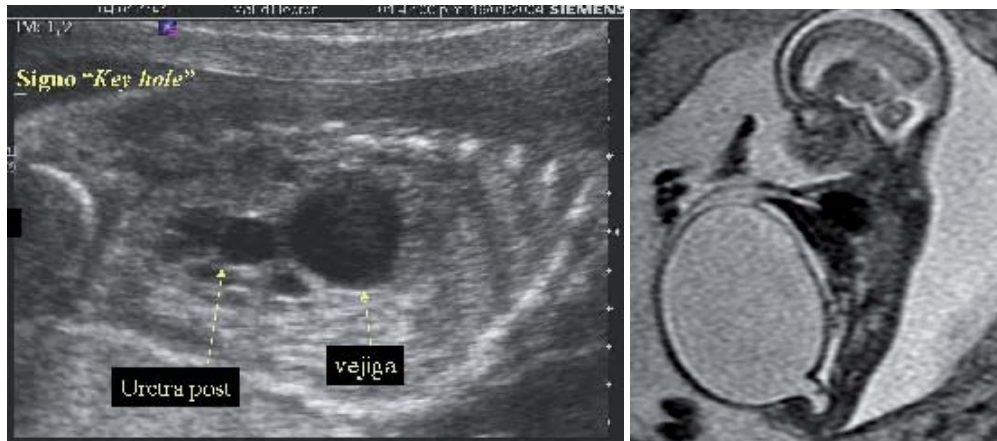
Obstrucción urinaria fetal baja por válvulas de uretra posterior. Ecografía prenatal y RM fetal muestran una uretra posterior dilatada (signo del *Key hole*).
